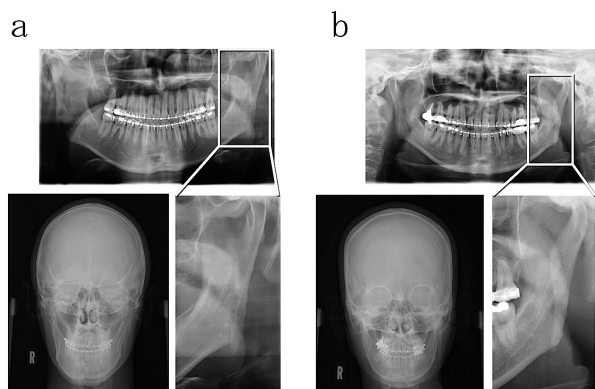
顎離断術（IVRO）後3か月のパノラマX線写真および側面頭部X線規格写真
